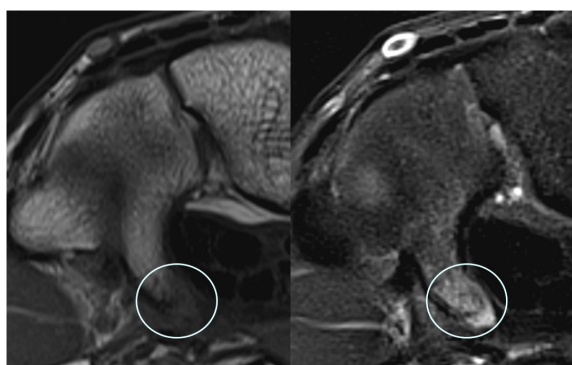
coupe IRM transversale T1 et T2Fatsat. Fracture de l'hamulus (cercle) de l'hamatum, non visualisée sur la radiographie standard.
